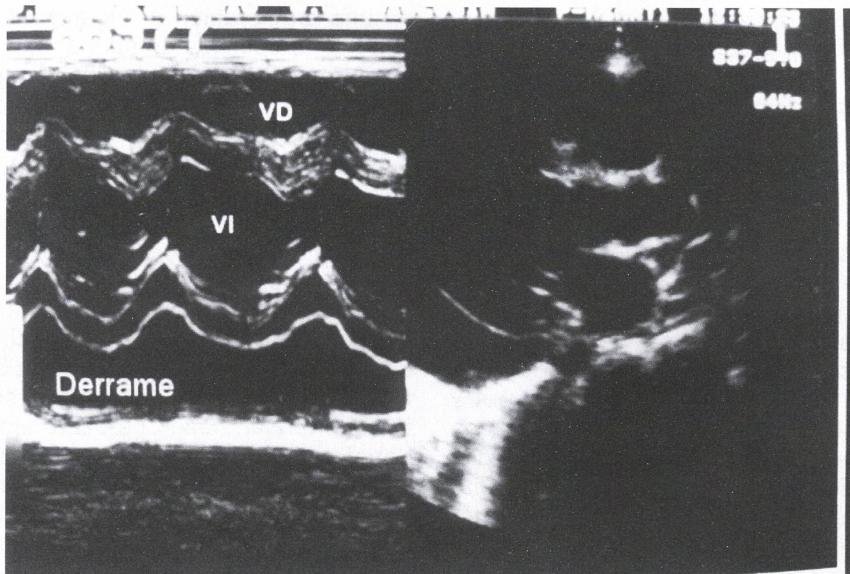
Ecocardiograma bidimensional y modo M, eje largo paraesternal izquierdo. El pericardio parietal y visceral están separados por un espacio libre que corresponde al derrame pericárdico de ubicación posterior.
